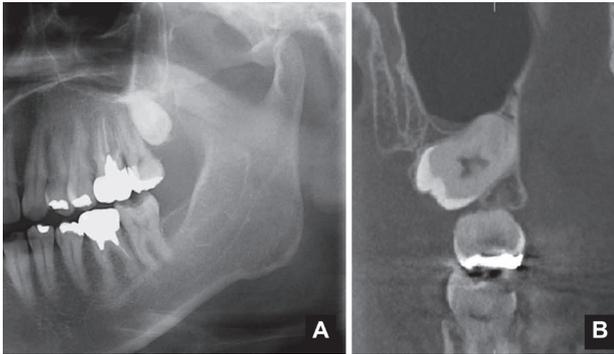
上顎左側8領域のパノラマエックス線写真と歯科用CBCTのcross section画像. パノラマエックス線写真(A)では上顎洞底線と上顎左側8の根尖が重なっている. 歯科用CBCT(B)では上顎左側8が上顎洞の口蓋側を包み込むように位置している.
